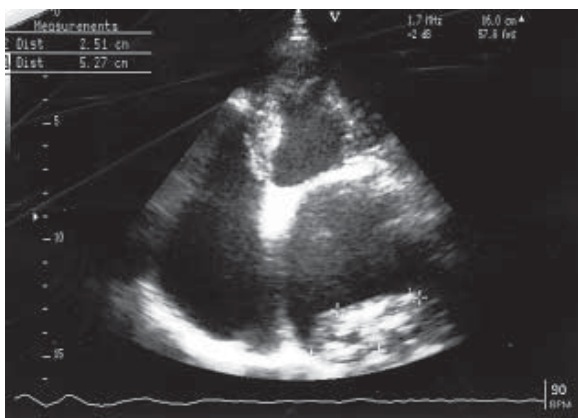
Badanie echokardiograficzne: istotna stenozą zastawki mitralnej (średni gradient przezastawkowy — 12,3 mm Hg)
